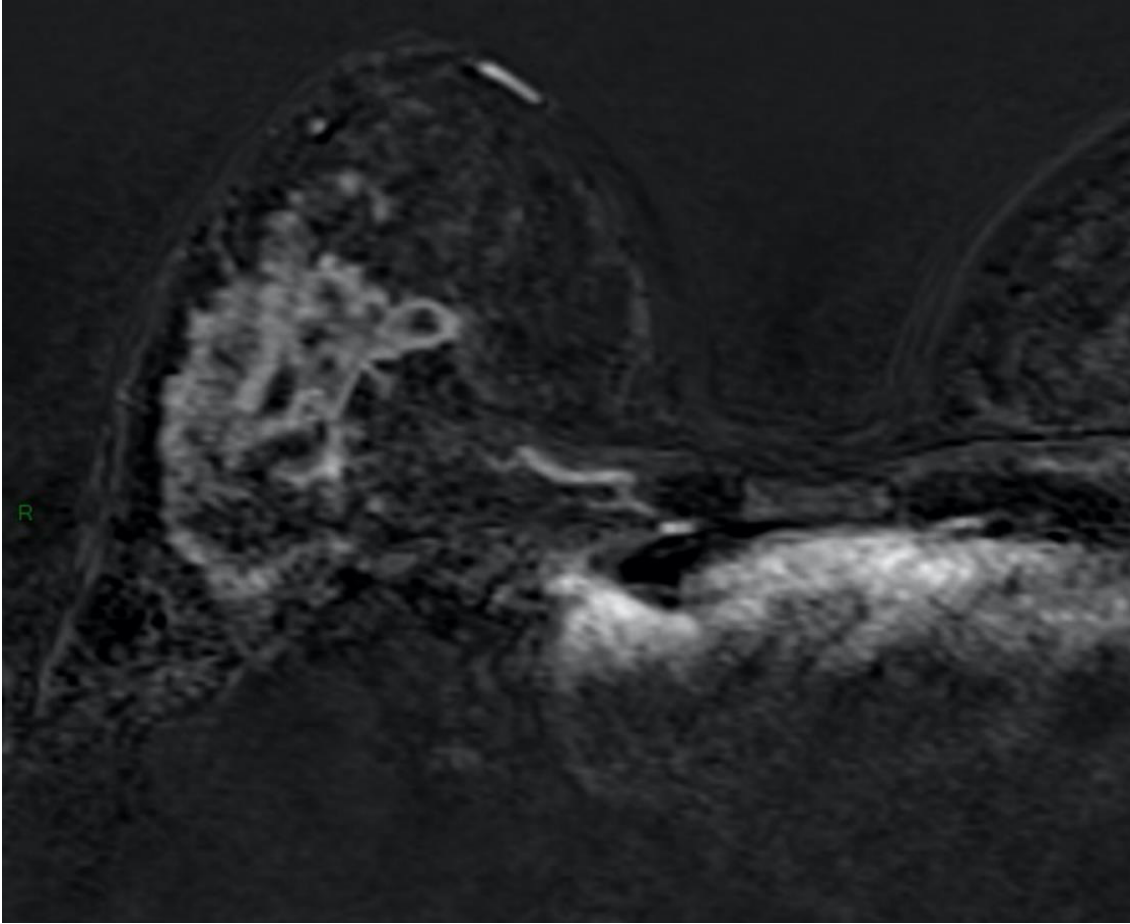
IRM mammaire : Rehaussement non masse du sein droit
